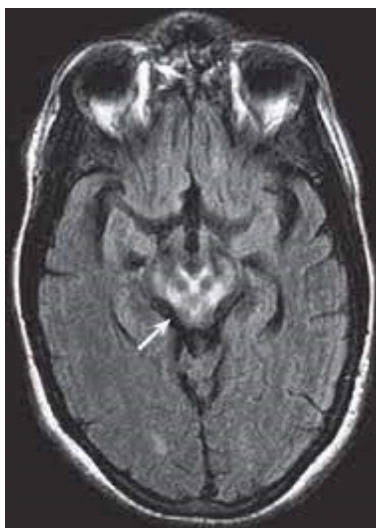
МРТ головного мозку хворого з діагнозом хвороба «Вільсона-Коновалова».
